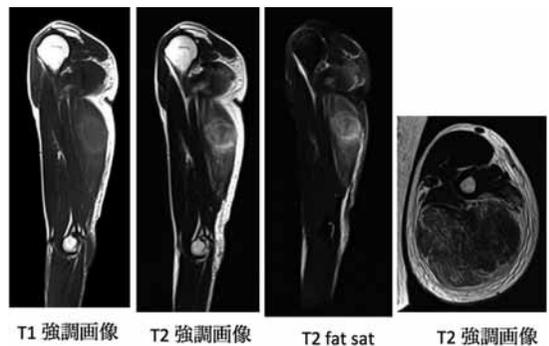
MRI画像 T2強調画像およびT2 fat sat画像にて
